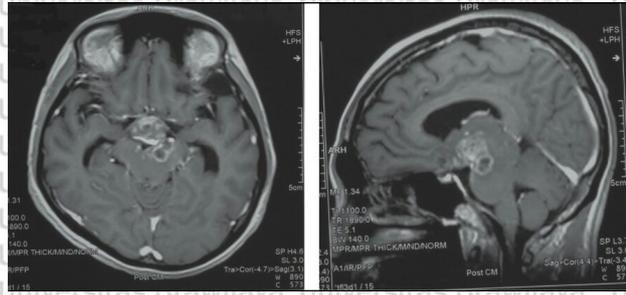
Hidrosefalus terkait MTB. Gadolinium-enhanced T1-weighted magnetic resonance menunjukkan hidrosefalus terkait MTB (1)
